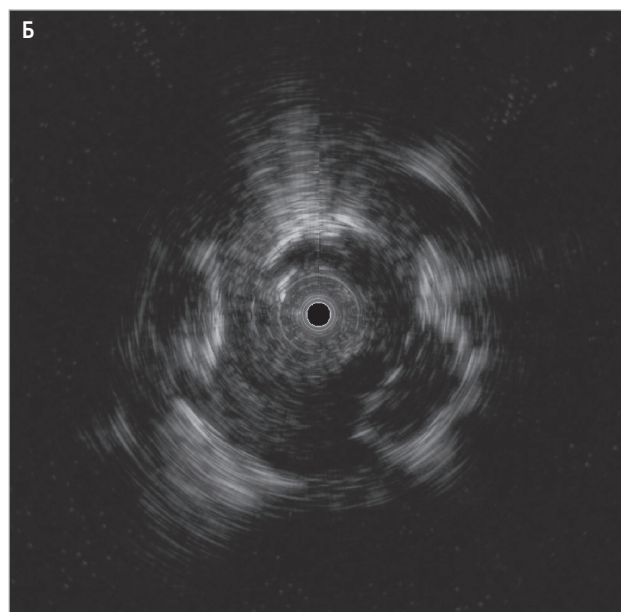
Навигационная бронхоскопия с применением рЭБУС: А – аксиальный срез КТ пациентки с периферическим образованием верхней доли левого легкого; Б – сканограмма рЭБУС периферического образования при сканировании радиальным мини-зондом
